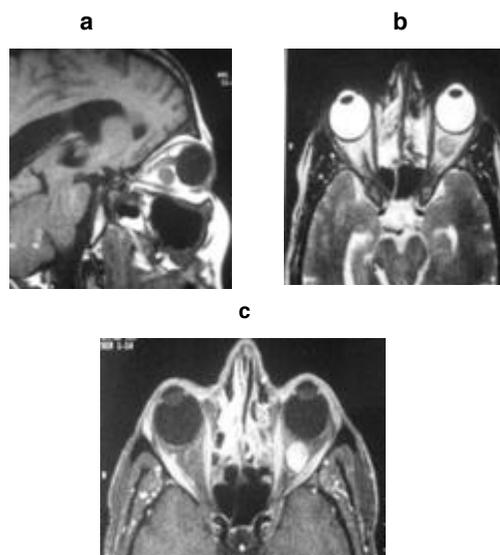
IRM: Lésion intraconale en hypo signal T1 (a), iso signal T2 (b), prenant le contraste après injection (c). La lésion est située sous le nerf optique (a, flèche)
